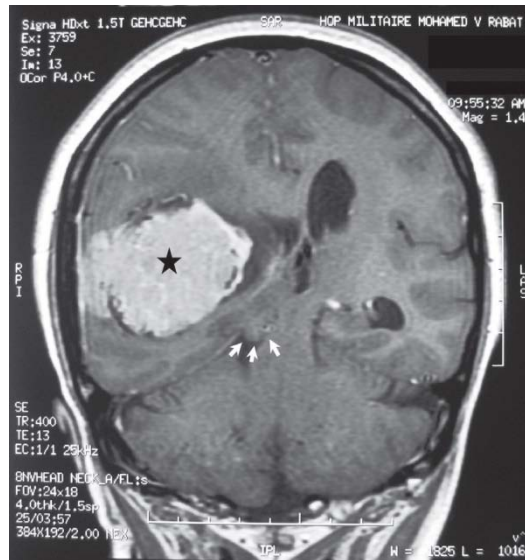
IRM cérébrale en coupe coronale après injection de gadolinium montrant un large méningiome de la convexité à droite (étoile) avec hernie uncale (flèches) comprimant le mésencéphale [51]
